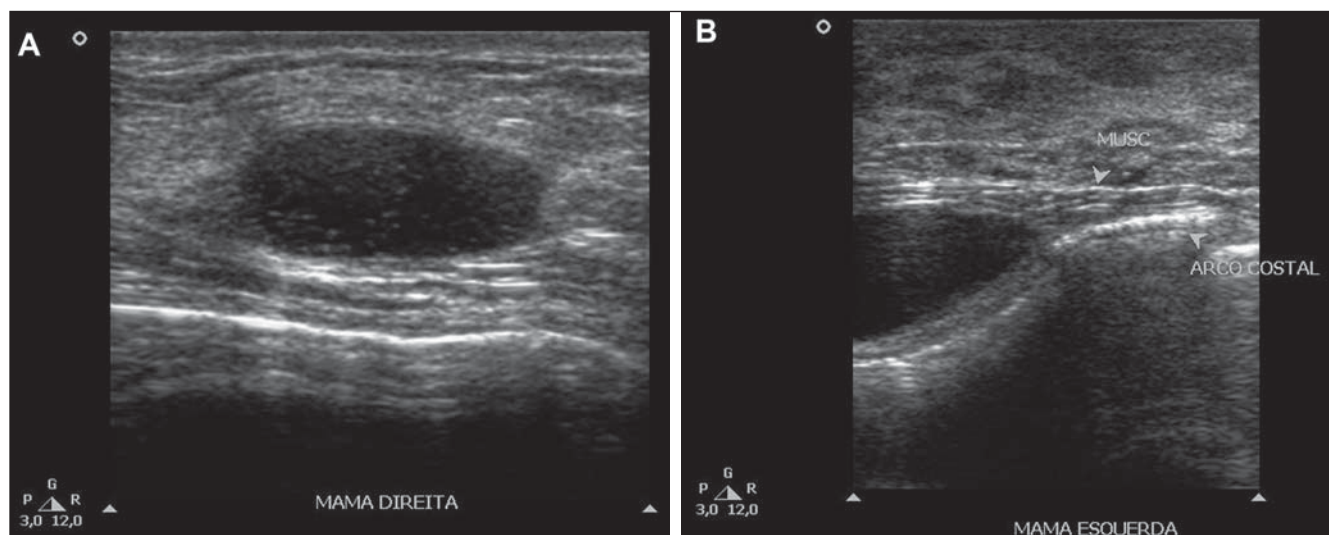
Ultrassonografia das mamas revelando imagens ovais de aspecto cístico, predominantemente anecoicas e com ecos de baixa amplitude em suspensão, de localizações intraglandular (A) e intramuscular (B).
